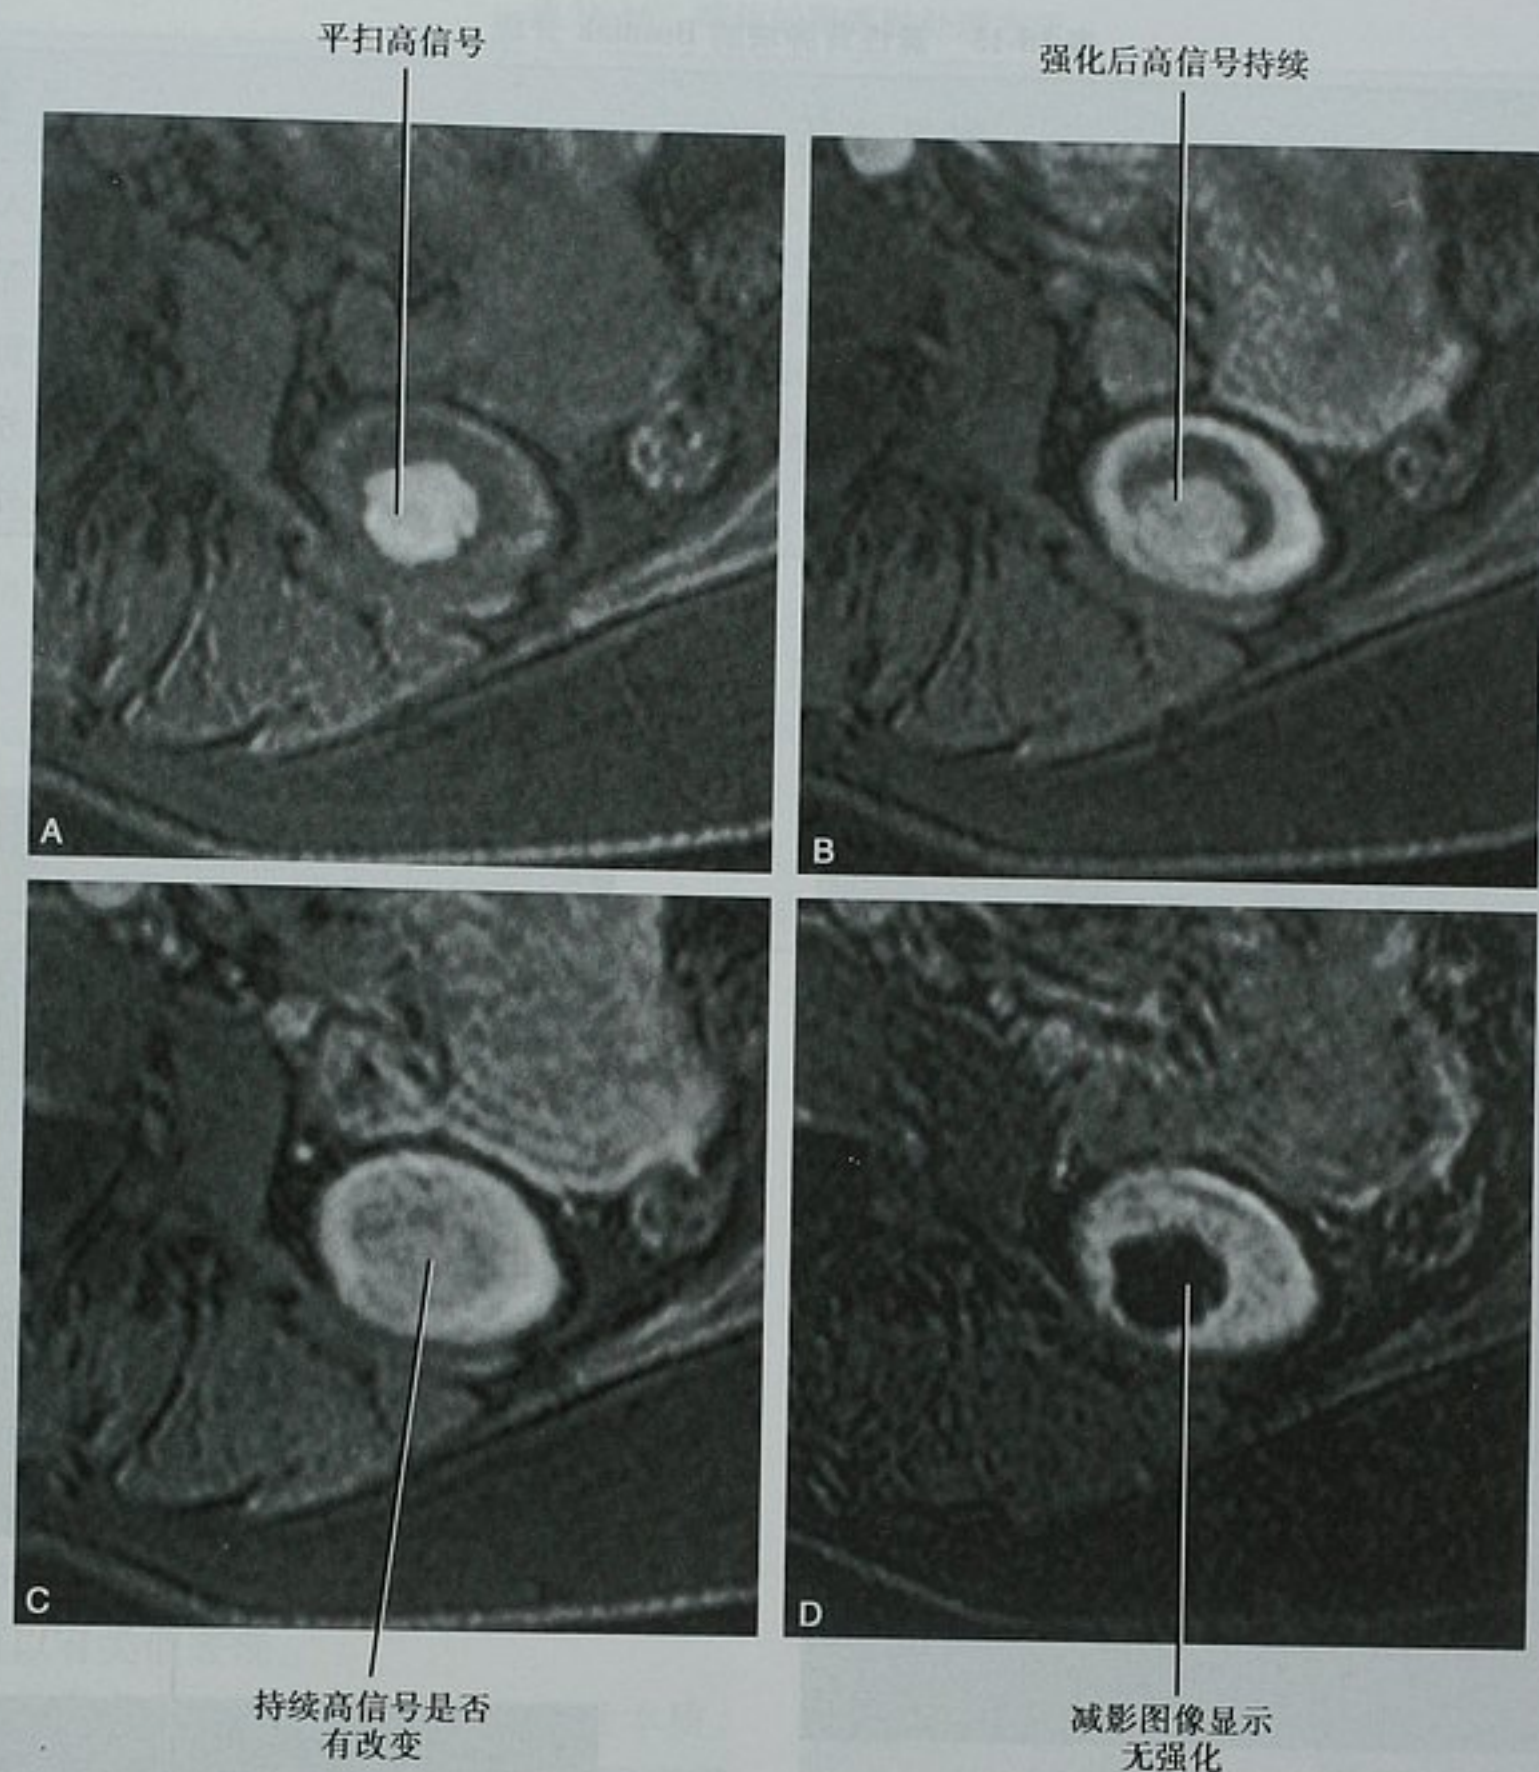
左肾 MRI 横断位图像显示了减影技术在出血性囊肿中的应用价值。A. T1WI 平扫图像;B. 皮髓质期;C. 肾实质期;D. 减影的肾实质期图像。所有的序列都采用了一致的扫描参数,包括频率选择性脂肪抑制
